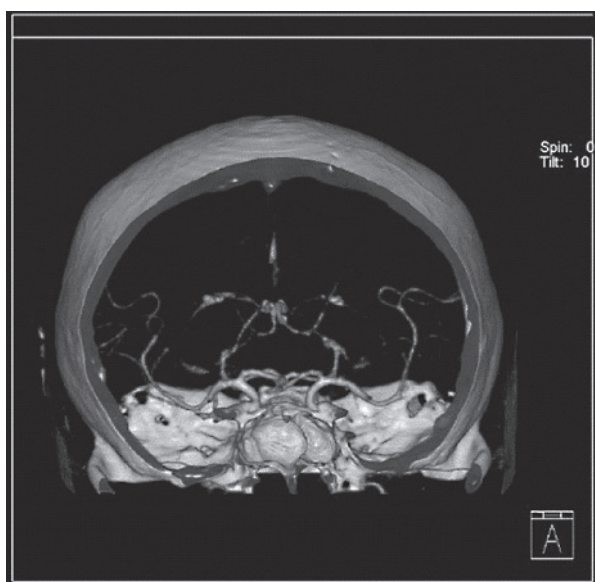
Obraz tomografii komputerowej w przypadku pierwotnego izolowanego zapalenia naczyń ośrodkowego układu nerwowego (PCNSV, *primary central nervous system vasculitis*)
